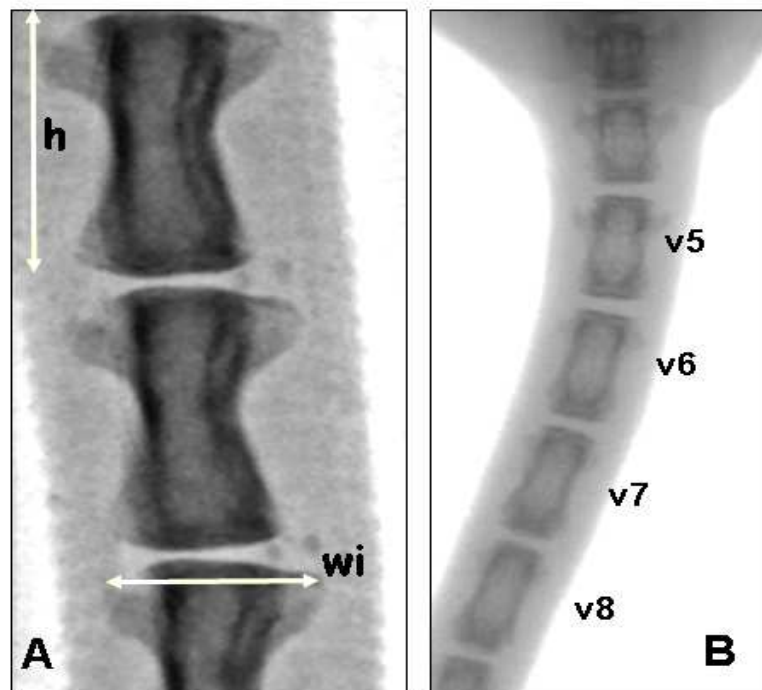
Analyse type au micro-CT-Scan des vertèbres caudales. A. Mesures de la longueur de la longueur vertébrale (flèche “h”) et largeur entre les apophyses transverses (I.T.A.) (flèche “wi”). B. Les valeurs des longueurs des vertèbres ont été cumulées de V5 à V8. L’angle d’incidence a été choisi parmi 10 images prises par le scan pour une densitométrie et des mesures optimales.
